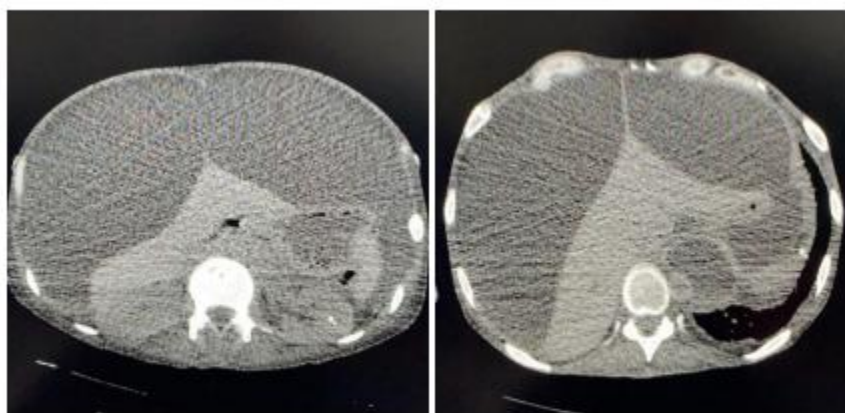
Abdominal CT scan without contrast-enhancement, after two months, with increased peritoneal fluid.
